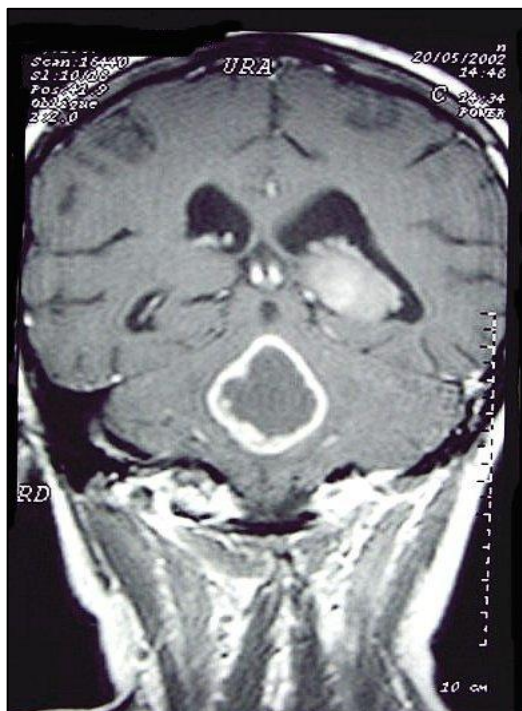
Imagem de RM do cérebro, mostrando a patologia descrita como GBM
